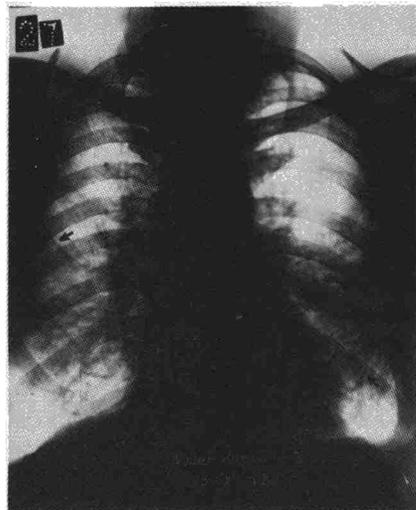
Estas dos radiografías pertenecen a un hombre que, al ser indemnizado en 1972 por asbestosis pulmonar, tenía 49 años. Severa insuficiencia ventilatoria mixta. Exposición al asbesto durante 16 años que trabajó como calorifugador. Radiológicamente es apreciable la anomalía del contorno diafragmático en ocupación del seno pleural, el sombreado axilar paralelo, en ambos lados, a la pared torácica, con calcificación en «sebo de vela» en lado izquierdo, y, banda retroesternal en la incidencia transversa.
